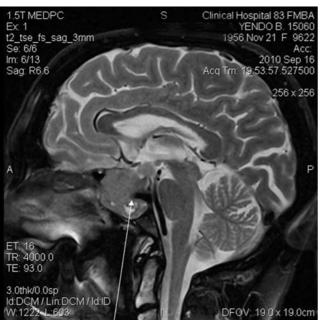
МРТ картина эндо-инфра-пара-супраселлярная опухоль гипофиза
